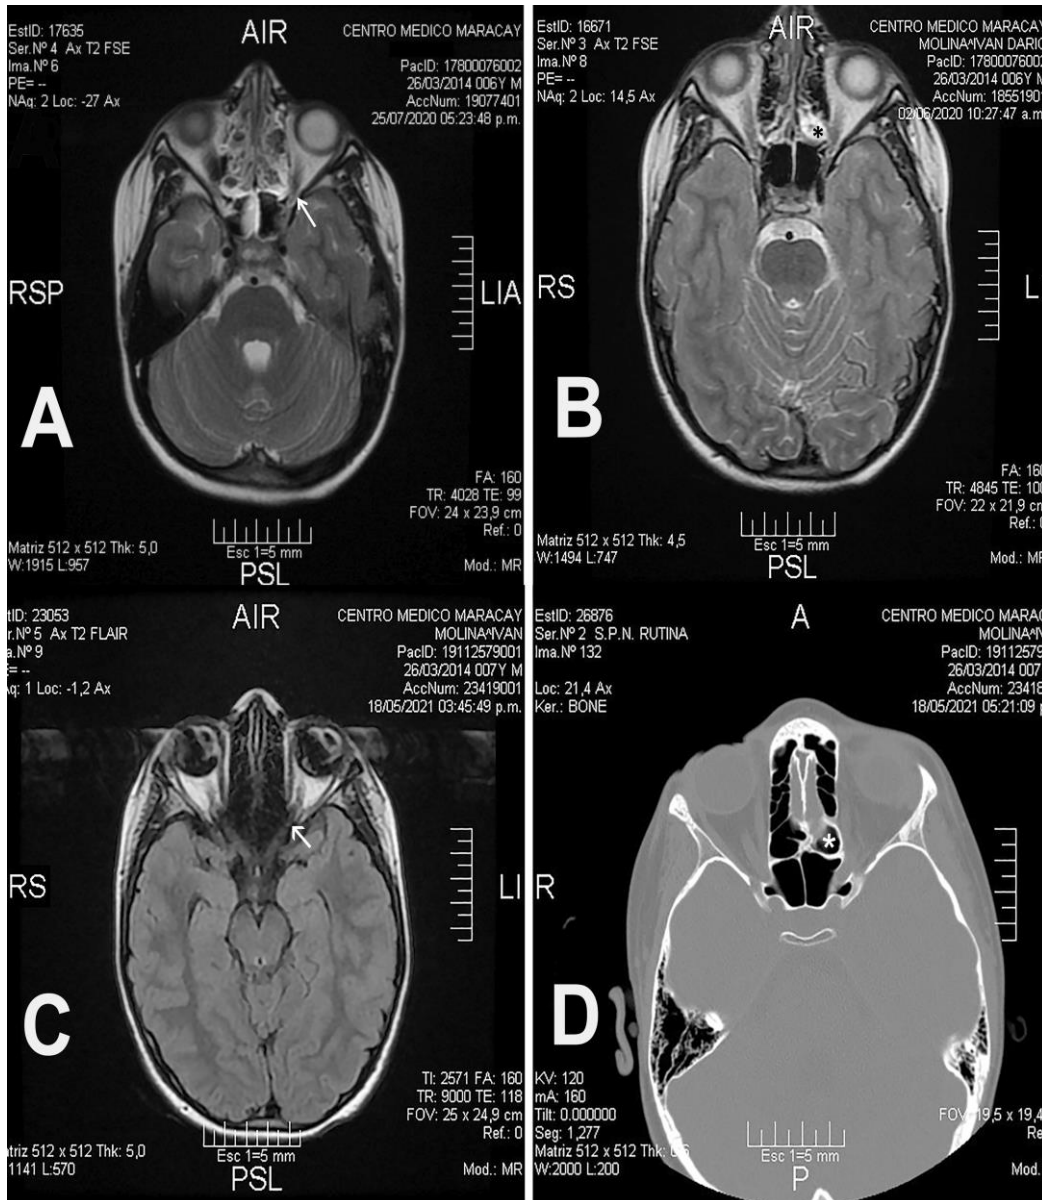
Imagen axial ponderada de RMN en T2 (A) en la que se evidencia un registro de intensidad hipertensa en los senos Etmoidales, notando la estrecha relación de la pared orbitaria a nivel del ápex orbitario y el nervio Óptico (flecha) y la porción posterior del seno Etmoidal izquierdo. Imagen axial ponderada de RMN en T1 (B) en el que se evidencia un registro de intensidad hipertensa en el Etmoides posterior izquierdo (asterisco) que se extiende hacia el canal Óptico y el nervio Óptico que exhibe un patrón de intensidad hipointensa. Imágenes axiales de RMN en T1 (C) y de TCSPN (D) que corresponden a estudios realizados un año después del inicio de la sintomatología, en la que la mejoría clínica comenzó a manifestarse a partir del mes de tratamiento implementado, y que se mantuvo sin la aparición de enfermedad recurrente. En estas imágenes se visualizan el nervio Óptico (flecha) y una CEE con un notorio desarrollo neumático hacia el ápex orbitario (asterisco).
